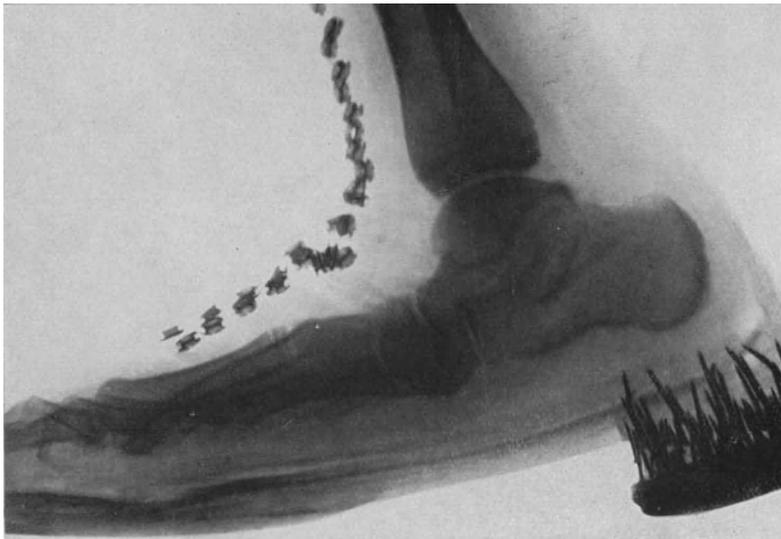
Röntgenaufnahme zu Abb. 24.
